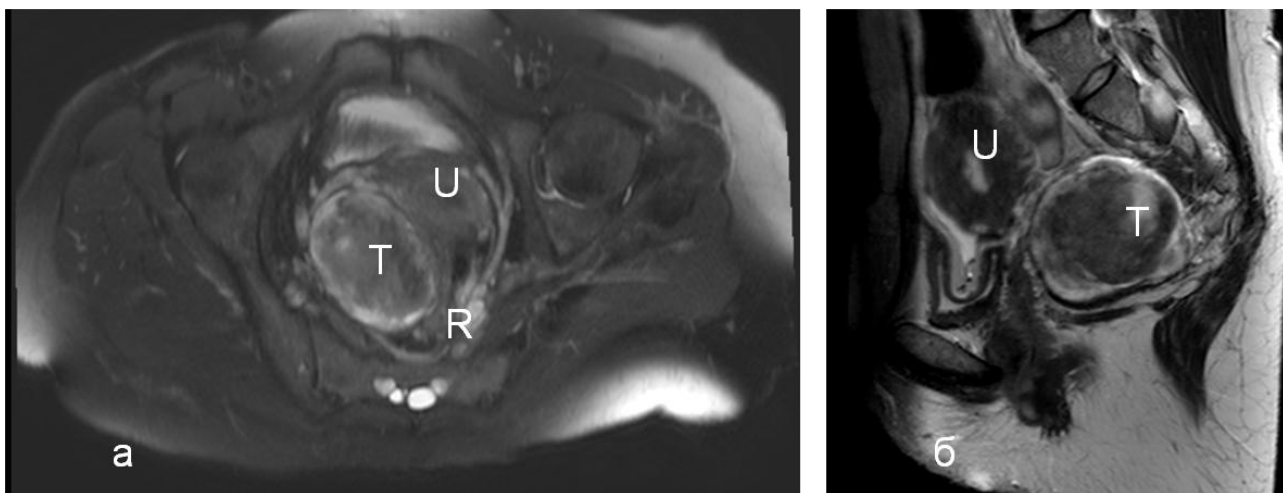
МРТ органов малого таза. а – аксиальный срез, б – саггитальный срез. Т – образование, U – матка, R – прямая кишка
